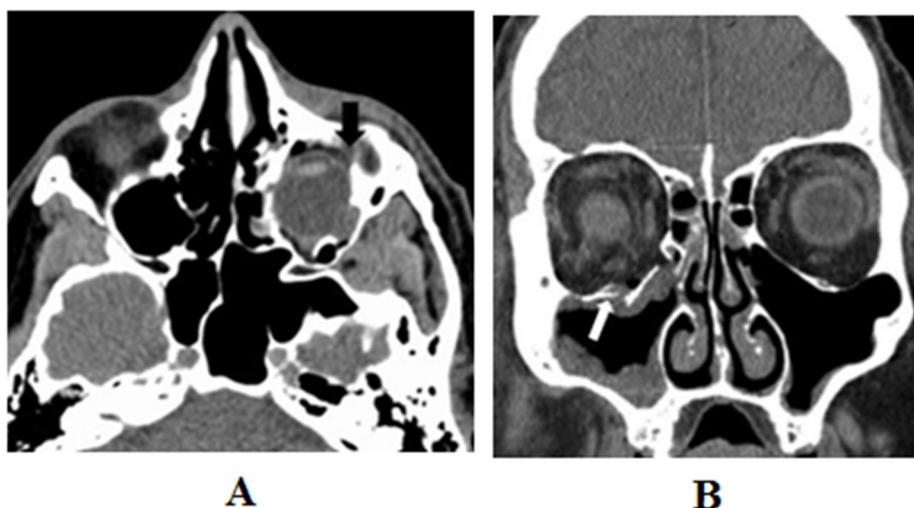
Imagens de tomografia computadorizada de pacientes com fratura da órbita. A imagem (A) ilustra uma fratura do tipo *blow-out* (seta preta). A imagem (B) ilustra uma fratura do tipo *blow-in* (seta branca).
